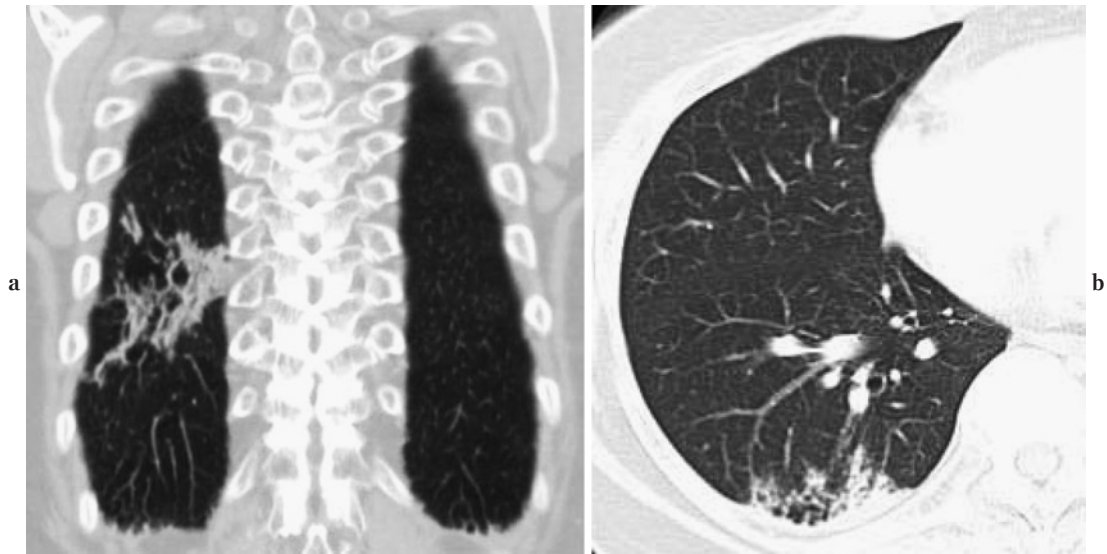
Chest CT 11 months later showed no significant change.
